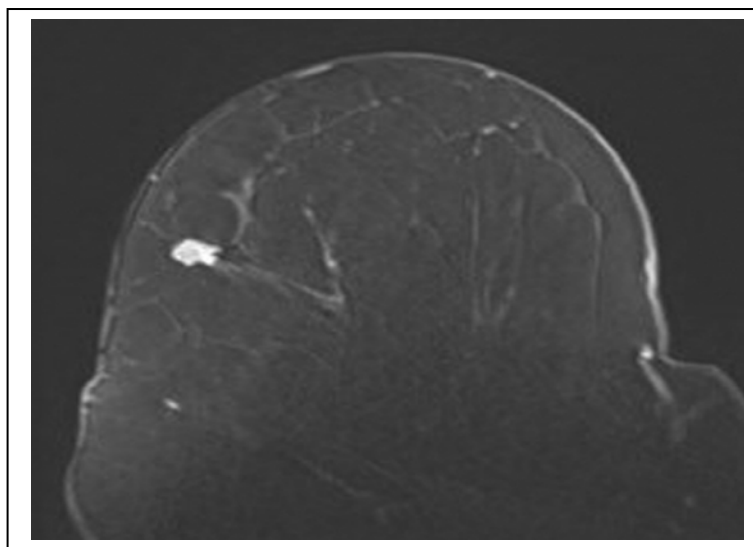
Aspect IRM d'un cancer du sein, T1 en saturation desgraisses après injection. Masse irrégulière à bord irrégulier : lésionACR 4. Carcinome canalaire infiltrant [223].
